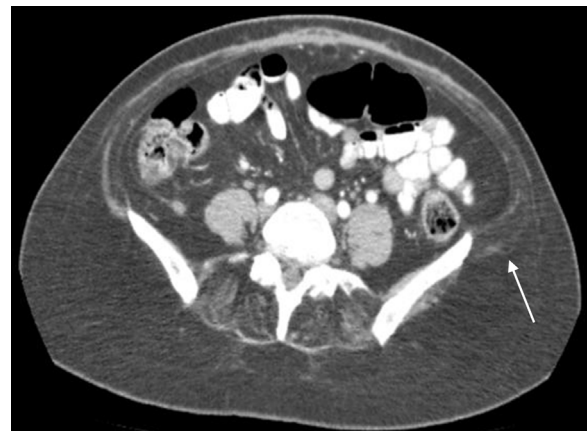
Corte axial de TAC de abdomen y pelvis. Se observa flacidez y delgadez de la pared abdominal musculoaponeurótica, especialmente a nivel del hueso ilíaco (flecha blanca).
